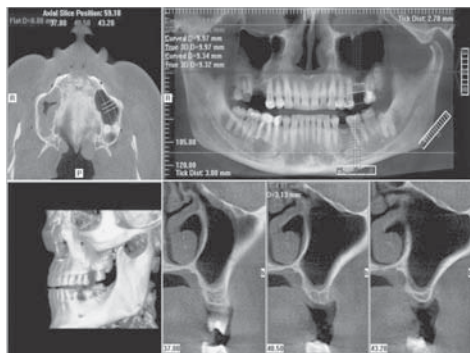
Пациентка Г., 37 лет. Планирование операции стоматологической имплантации на верхней челюсти слева с использованием базового специализированного программного обеспечения конусно-лучевого томографа. Дополнительно проводилось измерение расстояния между рядом стоящими зубами в области включенного дефекта верхней челюсти в проекции планируемой имплантации и оценивалось состояние верхнечелюстных пазух.
